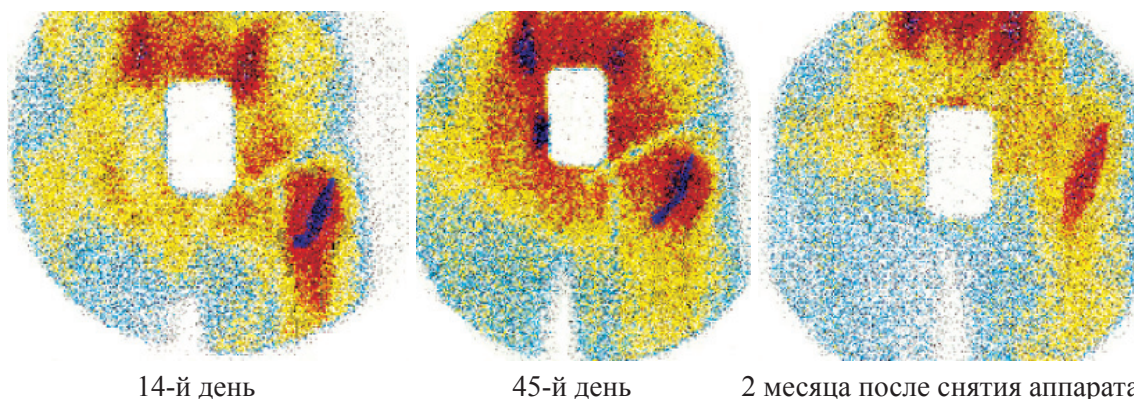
Сцинтиграммы, отражающие состояние репаративного костеобразования в процессе лечения чрезвертельных переломов с отрывом малого вертела
